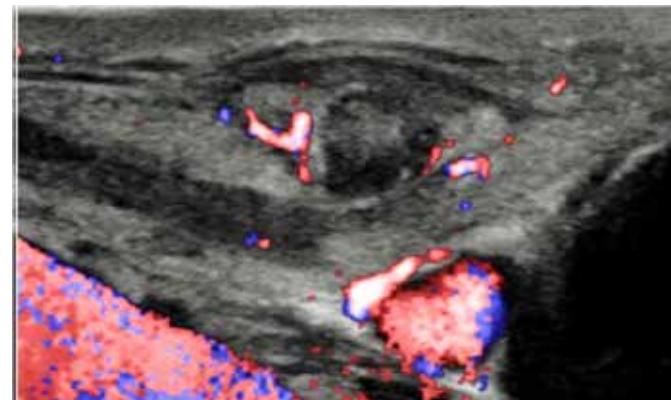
In the distal insertion of the right SCM, thickening in a nodular, heterogeneous pattern, with flow capture on Doppler study and increased echogenicity of the adjacent fat.
